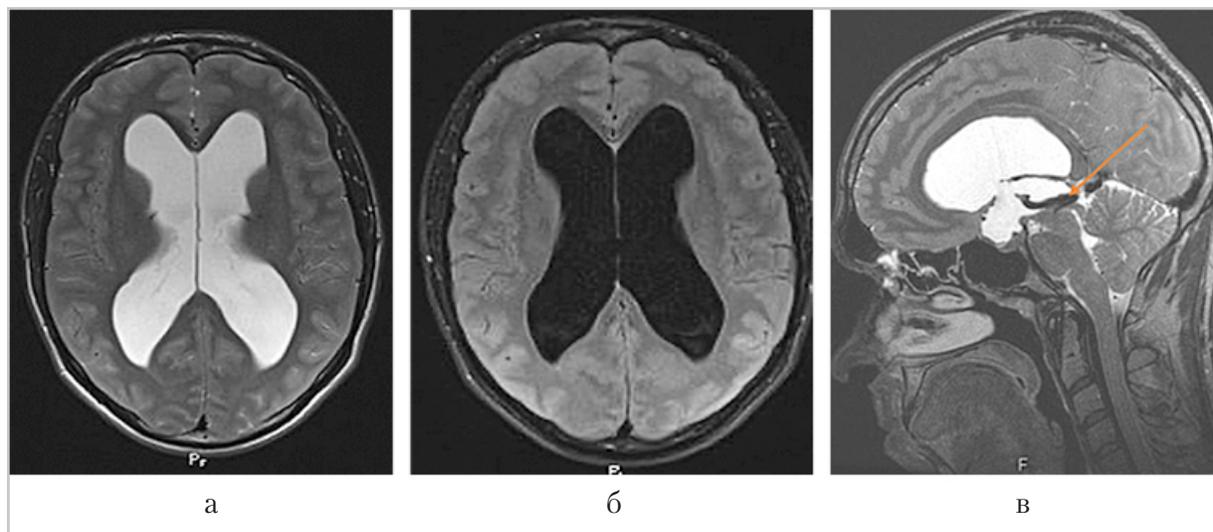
МР-томограммы в режимах T2 (а) и T2-FLAIR (б), T2-CUBE в сагиттальной проекции (в) на уровне желудочковой системы. На представленных изображениях определяется расширение боковых желудочков, отсутствие перивентрикулярного отека. В режиме T2-CUBE в сагиттальной проекции определяется сужение водопровода в его верхней трети и отсутствие пульсации ликвора в водопроводе мозга (стрелка)
